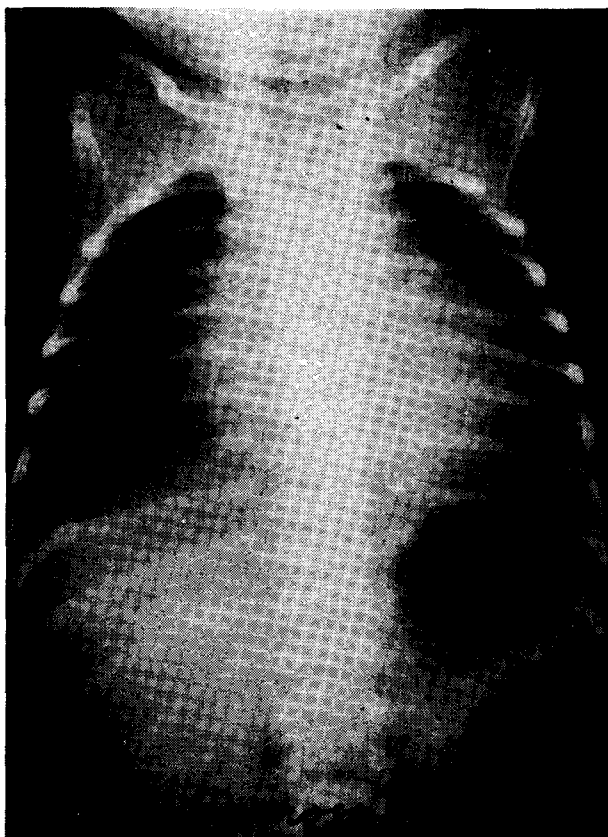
Radiografía de tórax de frente. Obsérvese la cardiomegalia.
